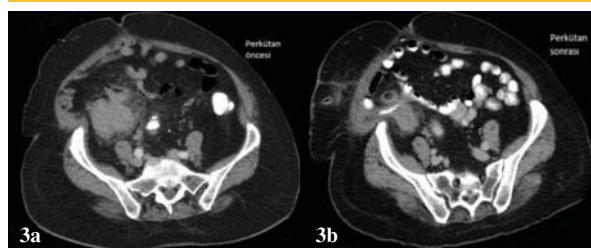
Batın BT de sağ alt kadranda kitlesel lezyon (Apendikal kitle).*
